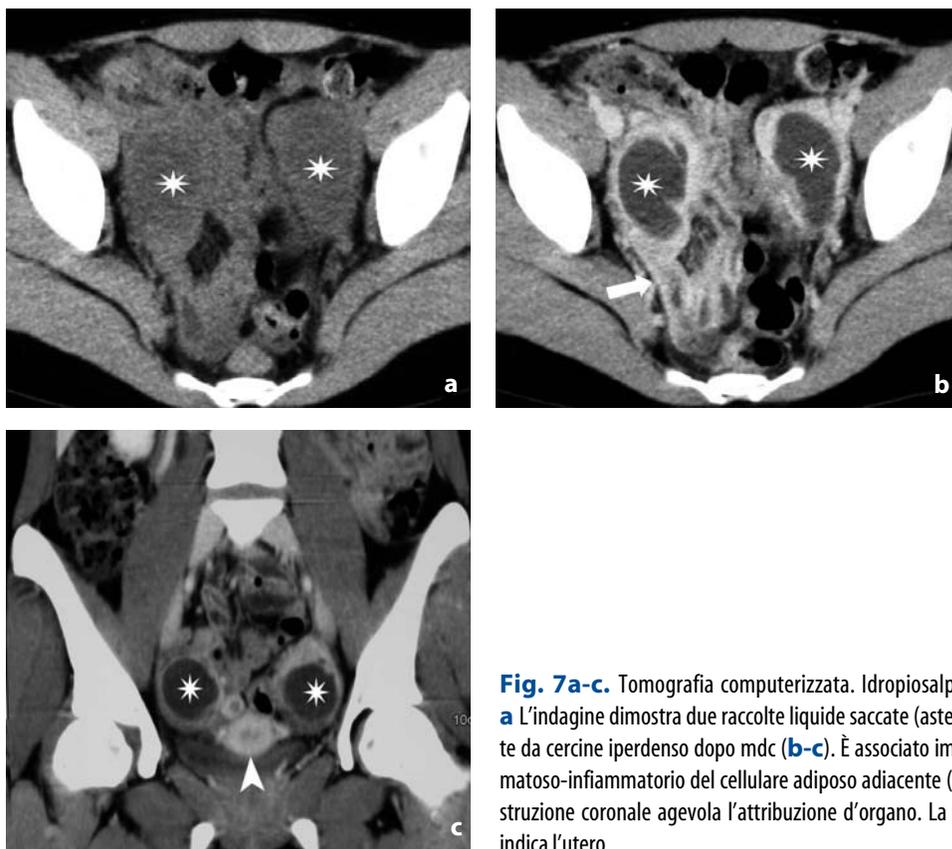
Tomografia computerizzata. Idropiosalpinge bilaterale. a L'indagine dimostra due raccolte liquide saccate (asterischi) delimitate da cerchione iperdenso dopo mdc (b-c). È associato imbibimento edematoso-infiammatorio del cellulare adiposo adiacente (freccia). La ricostruzione coronale agevola l'attribuzione d'organo. La punta di freccia indica l'utero
